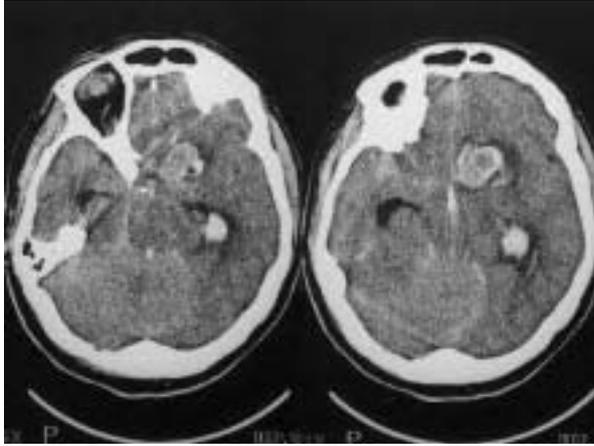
Tomografía computarizada sin contraste que evidencia una lesión fusiforme de aspecto arrosariado en teórica bifurcación de la arteria carótida interna izquierda. Se acompaña de signos de herniación transtentorial descendente.
